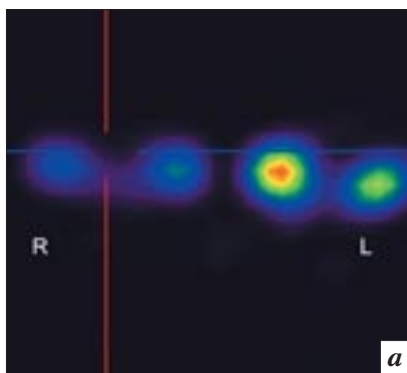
ОФЭКТ-картина в коронарной проекции у пациентки Х. с двухсторонней непроходимостью СОП на уровне шейки слезного мешка (а), КТ-картина в аксиальной проекции у той же пациентки (б) и ОФЭКТ/КТ-картина в коронарной проекции у той же пациентки (в).
